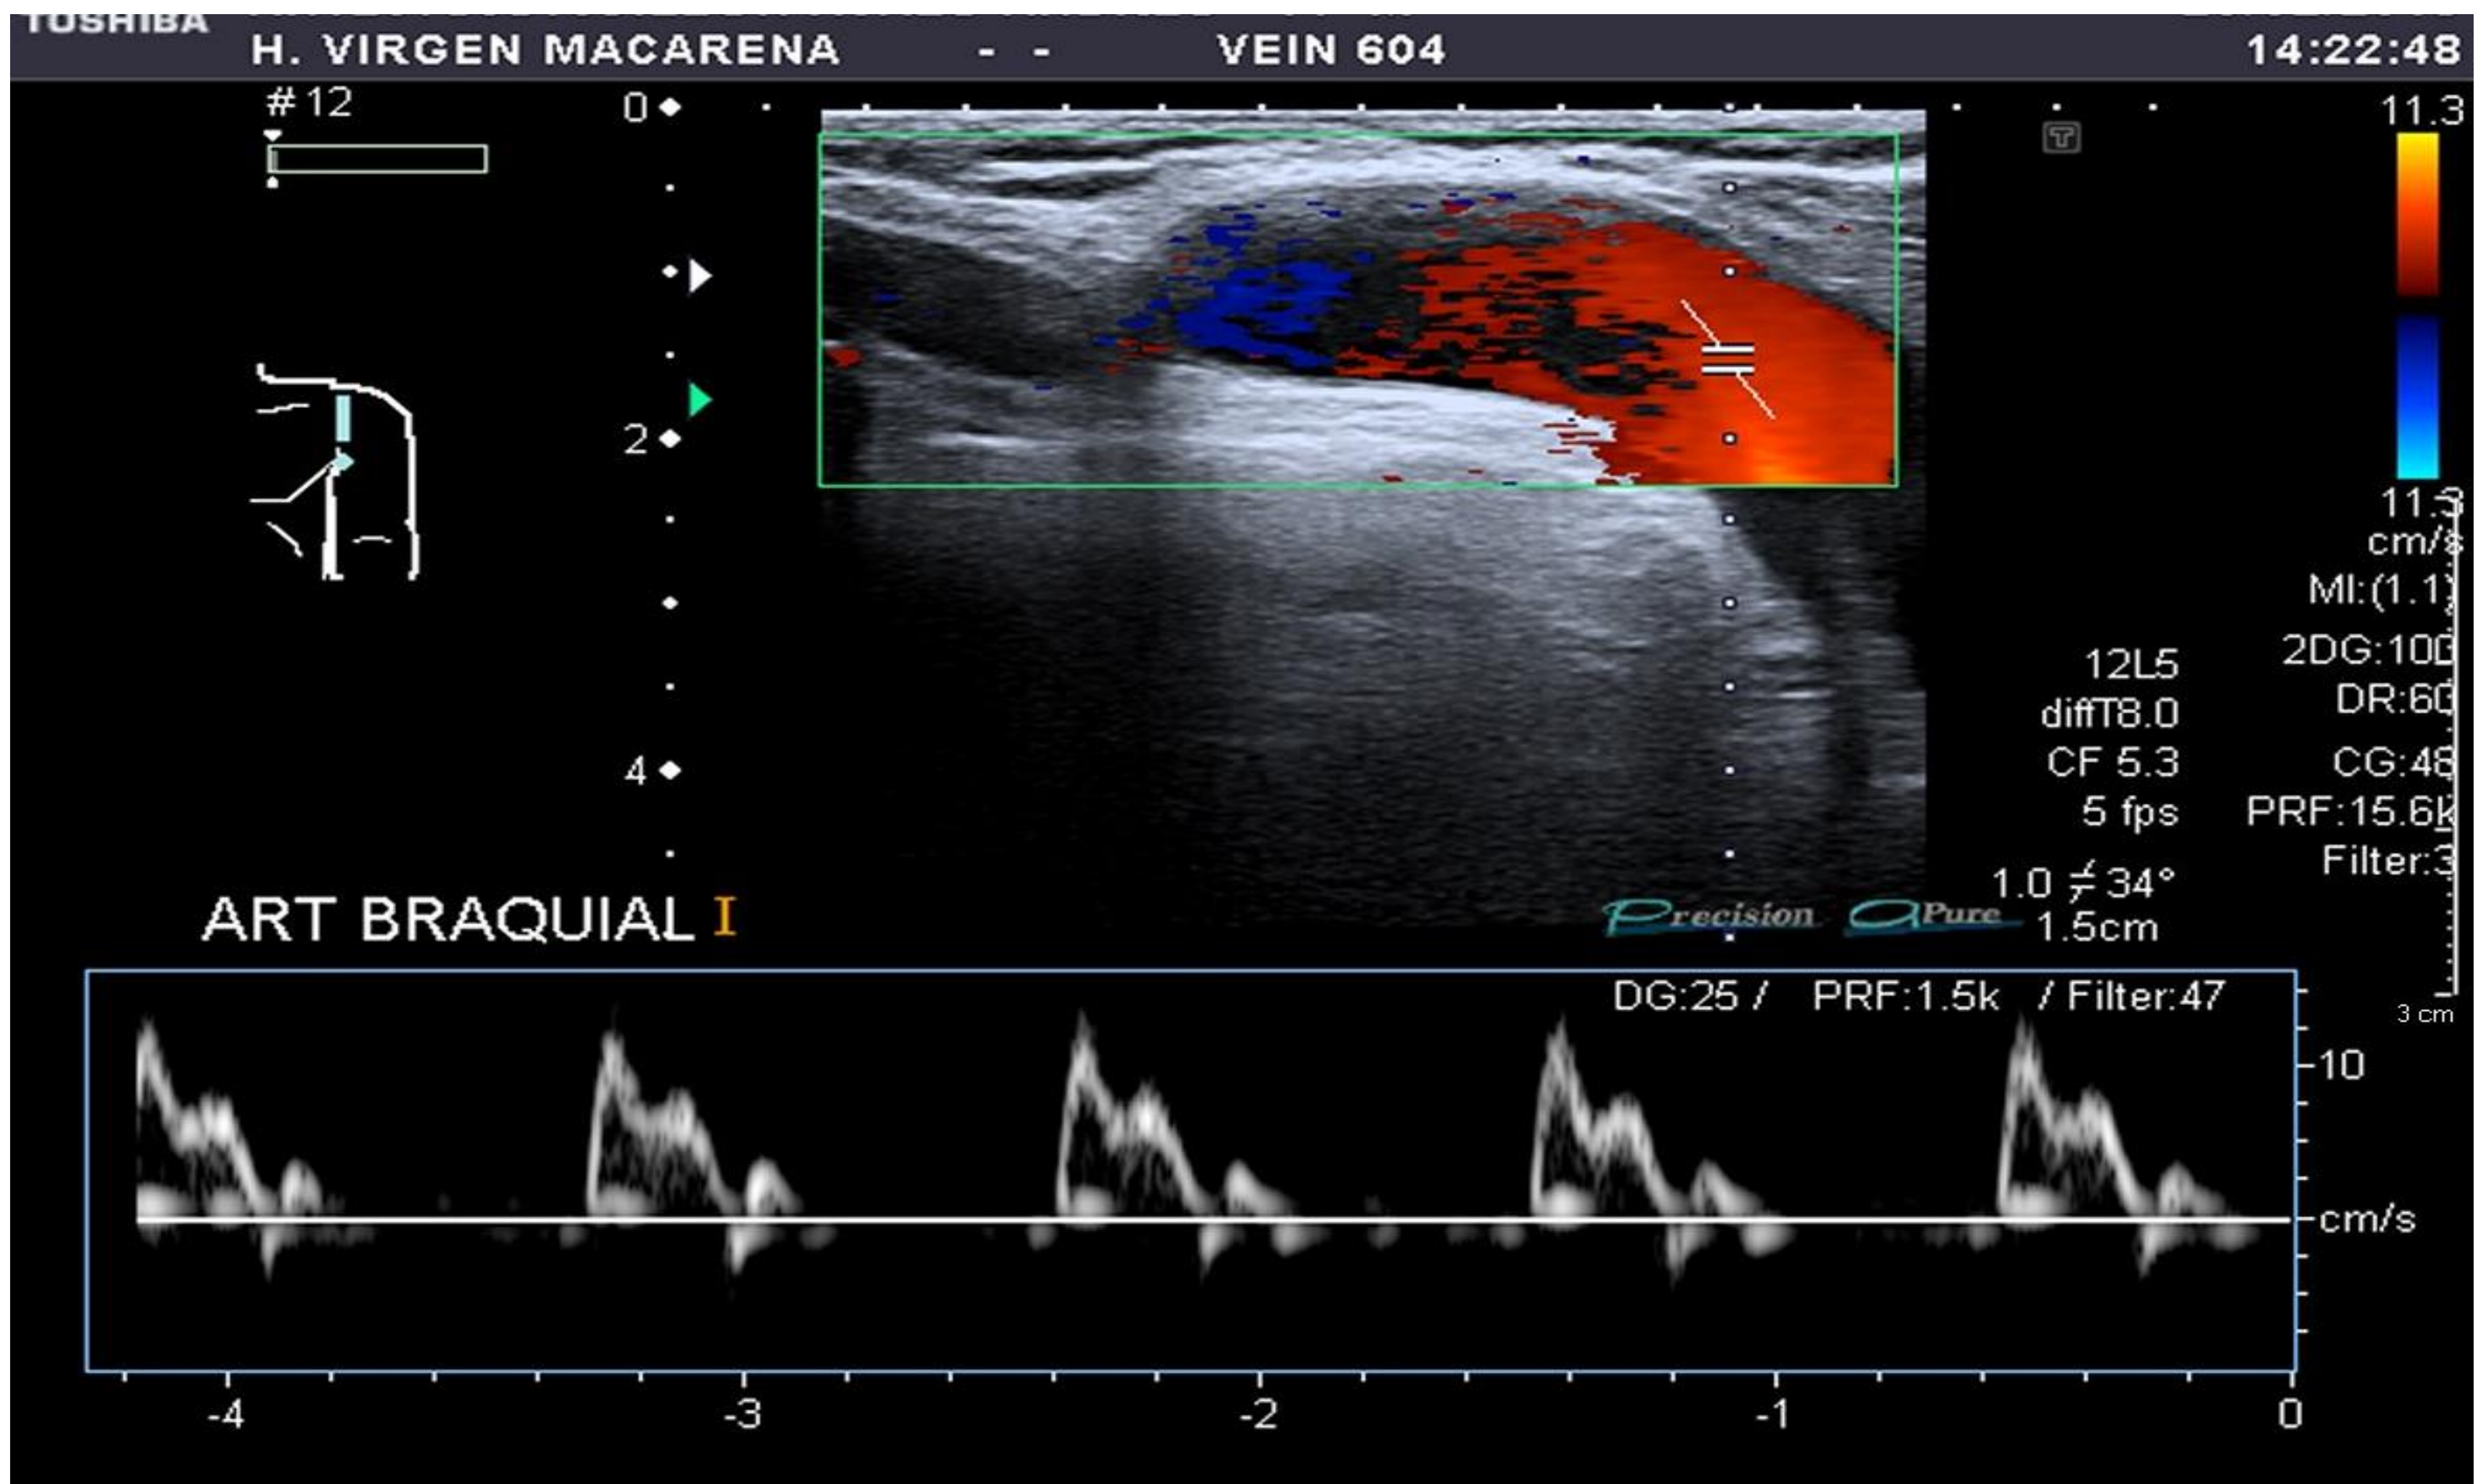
Imagen ecografía en modo Doppler color y espectral de arteria braquial (proximal a anastomosis braquiocefálica). Se visualiza flujo débil aunque de alta resistencia, sugestivo de fístula arteriovenosa no funcionante (secundario a trombosis).
